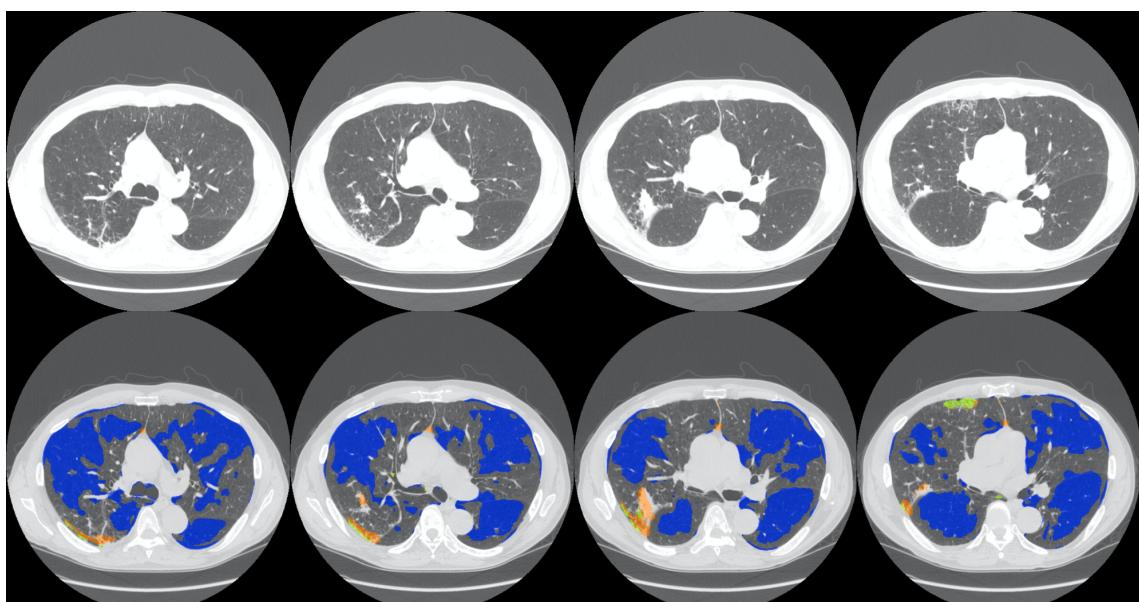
Schichten der LTA-Zuordnung mit falsch identifizierter Textur aufgrund von Atelektase. Die erste Reihe zeigt das Original-CT-Lungenbild und die zweite Reihe die LTA-Zuordnung der entsprechenden Schichten.
